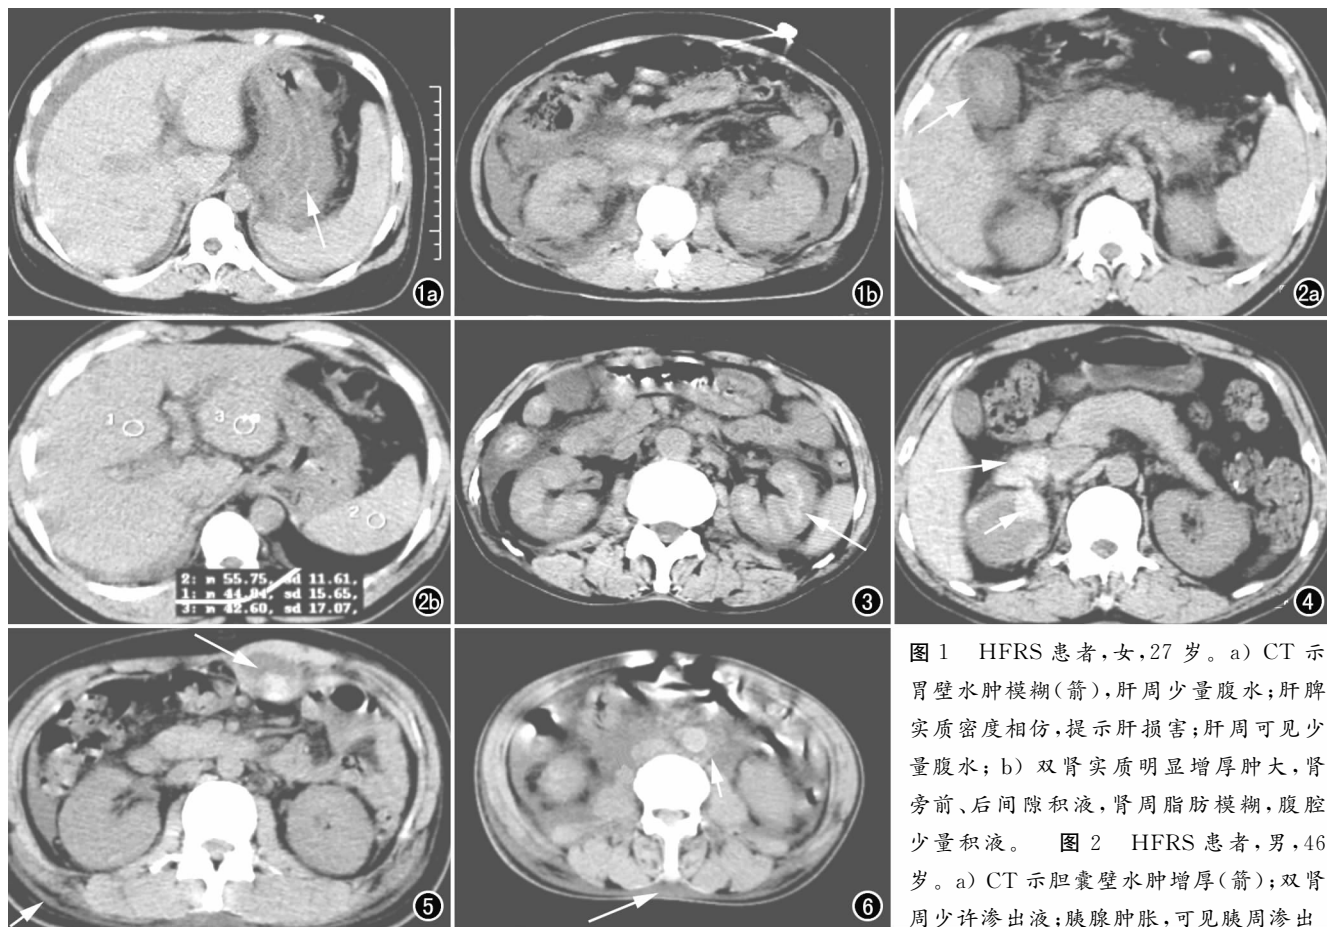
HFRS 患者,女,27 岁。a) CT 示胃壁水肿模糊(箭),肝周少量腹水;肝脾实质密度相仿,提示肝损害;肝周可见少量腹水; b) 双肾实质明显增厚肿大,肾旁前、后间隙积液,肾周脂肪模糊,腹腔少量积液。图 2 HFRS 患者,男,46 岁。a) CT 示胆囊壁水肿增厚(箭);双肾周少许渗出液;胰腺肿胀,可见胰周渗出
